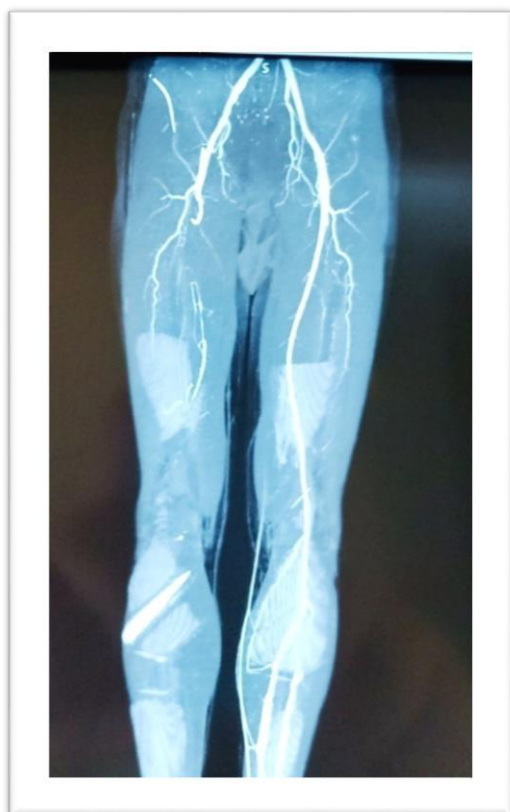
Angiographie-TDM des membres inférieurs du patient B.M montrant une occlusion de l'axe artériel du MI droit.
